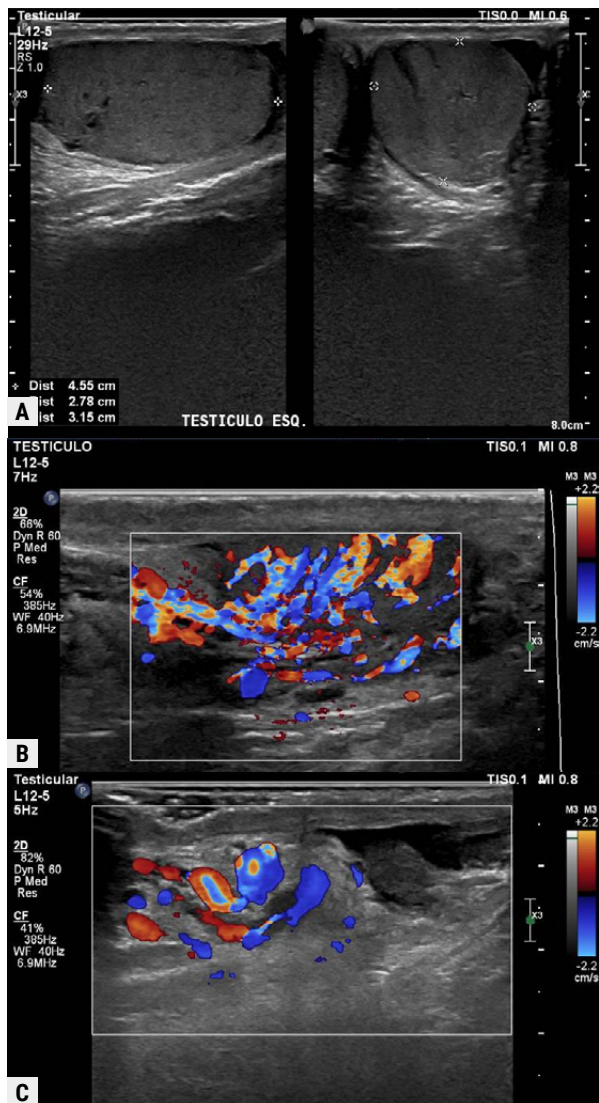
Ultrassonografia de testículos com doppler, de um paciente com dor testicular esquerda e hiperemia da bolsa escrotal, evidenciando heterogeneidade da ecotextura do testículo esquerdo (A, B), com aumento da vascularização do testículo (B) e epidídimo (C) ao estudo doppler, indicando orquiepididimite aguda.
